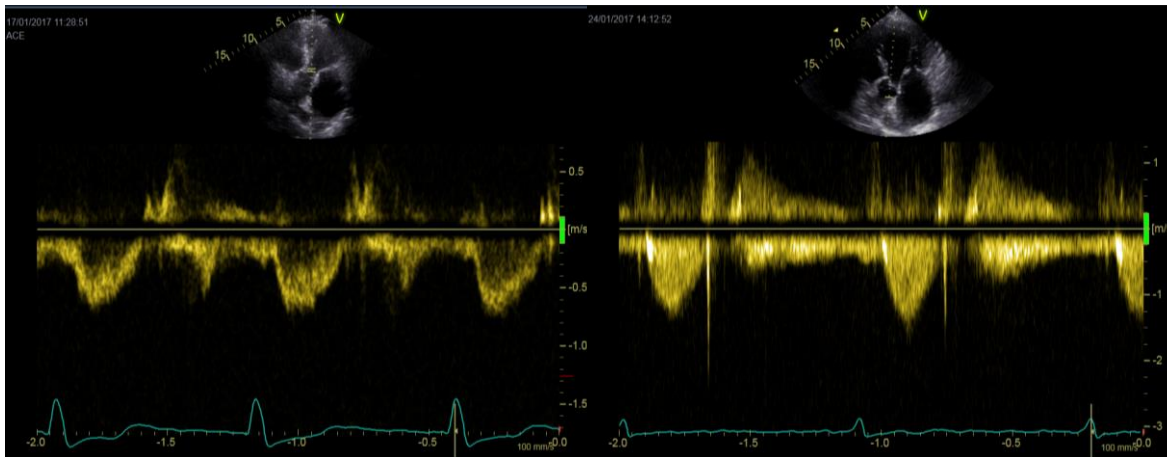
zeigt den apikalen Fünfkammerblick und Abbildung 4b zeigt den apikalen Fünfkammerblick im Vergleich den pw-Doppler durch die Aortenklappe. und den cw-Doppler der Aortenklappe.
